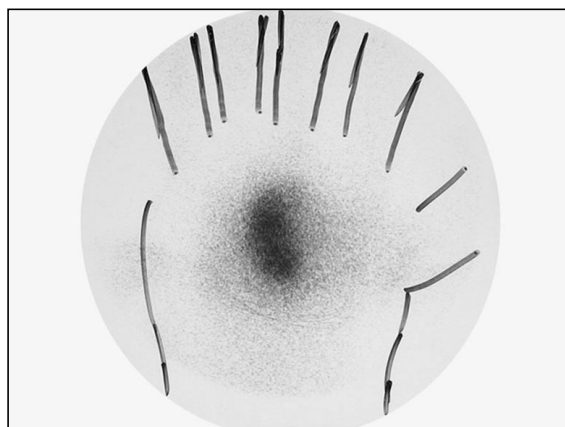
Estudio realizado a los 7 años de la cirugía: Se practicó una radiografía (A y B) colocando un marcador sobre el punto más doloroso. Sólo se apreciaba una leve disminución de densidad ósea adyacente a la carpometacarpiana en el hueso grande. La gammagrafía realizada mostraba un aumento de captación correspondiente con el punto doloroso (C). La biopsia de la pieza extraída resultó diagnóstica de osteoma osteoide.
